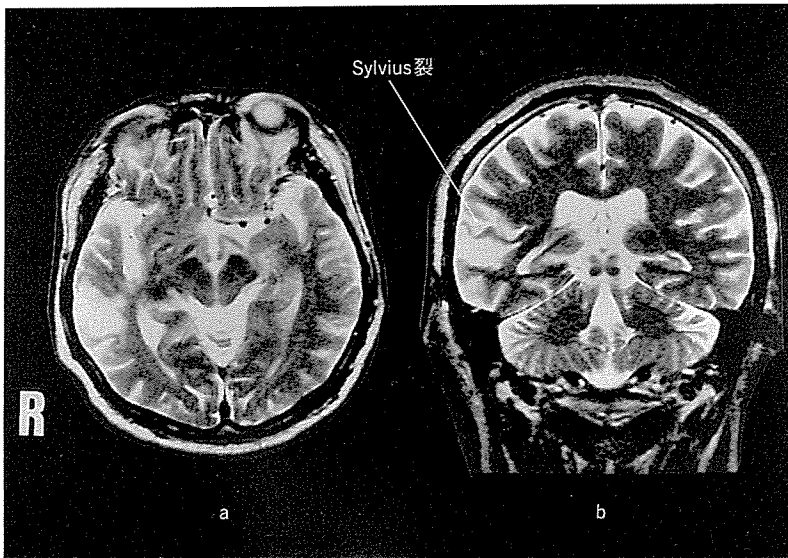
MRI (1993年10月27日撮像) T₂強調画像 (Tr 3300 ms, Te 93 ms) 水平断・冠状断
